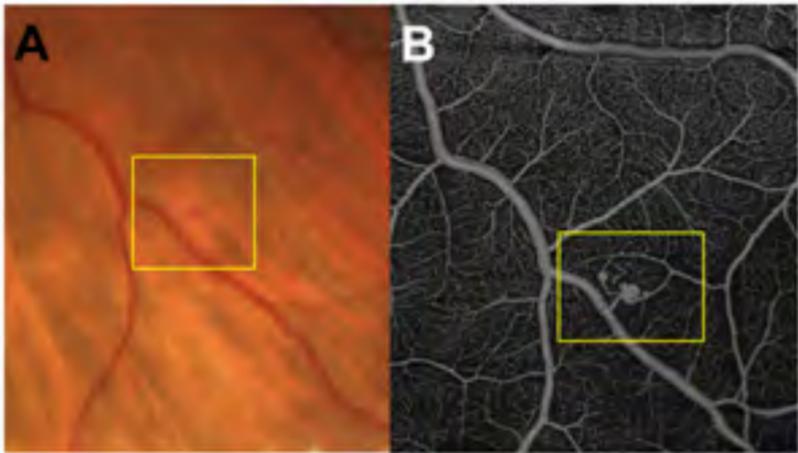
Neues kleines Hämangiom (Mikroangioma). (A) Fotoaufnahme. Aufgrund ihrer sehr kleinen Größe werden Mikroangiome mittels der bisherigen Untersuchungstechniken ab und an übersehen. (B) Darstellung des Tumors mittels Optischer Kohärenztomografie Angiografie (OCTA). Die Darstellung des Tumors mittels OCTA ist wesentlich einfacher, sodass eine Früherkennung auch bereits sehr kleiner Gefäßveränderungen ermöglicht wird.
